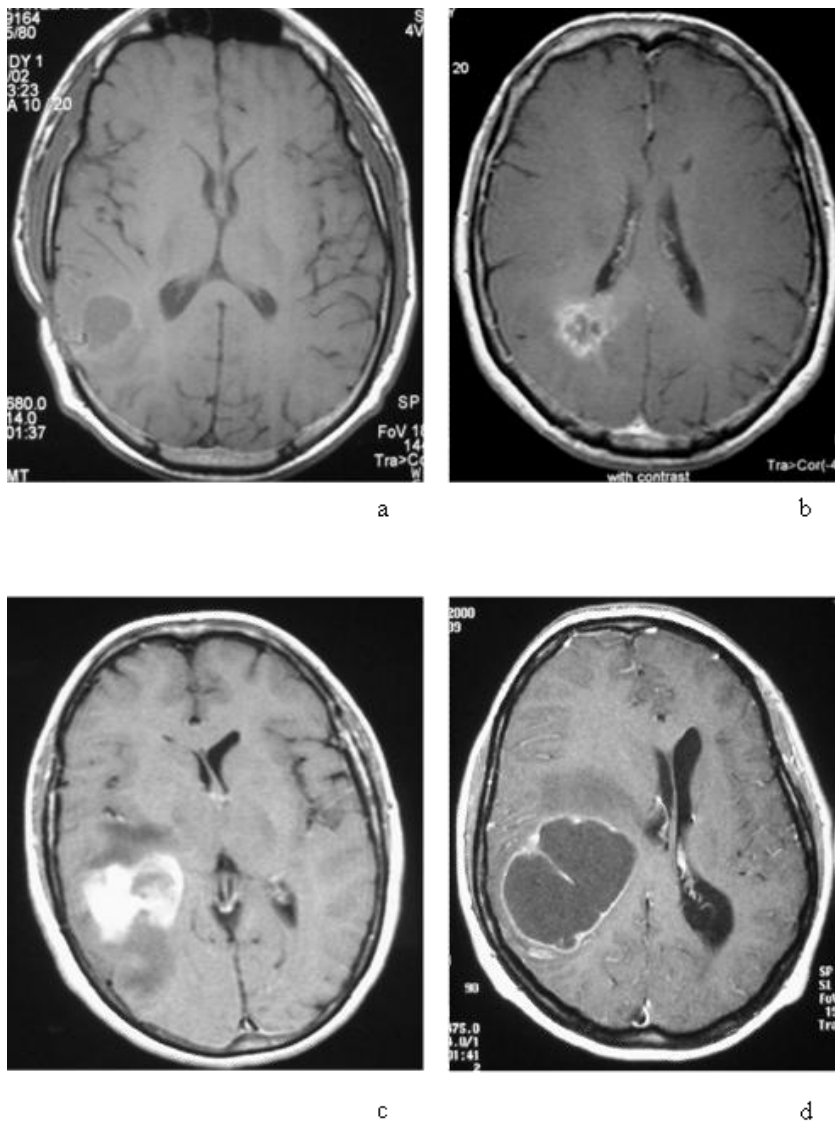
Efecto masa. Imágenes de RM secuencia potenciada en T1 con contraste intravenoso, plano axial. Lesión sin efecto masa (a), lesión con efecto masa leve (b), lesión con efecto masa moderado (c), lesión con efecto masa importante (d).
